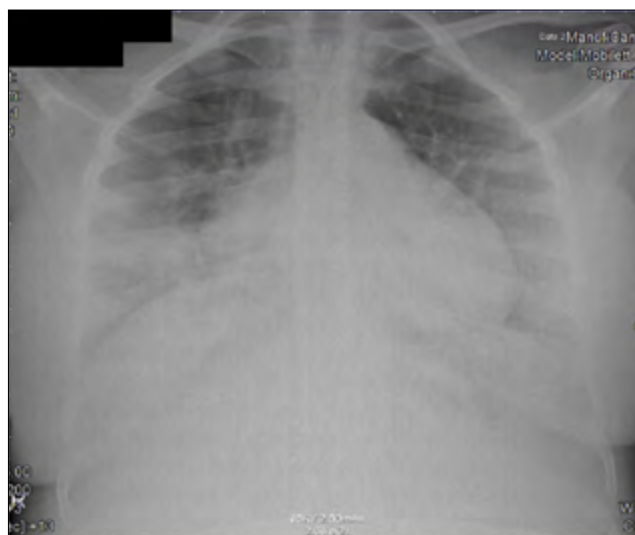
Telerradiografia de tórax realizada na admissão hospitalar: apesar de mal inspirada observa-se hipotransparência bibasal, principalmente nos dois terços inferiores, de difícil valorização dada a presença de volumoso tecido mamário.
